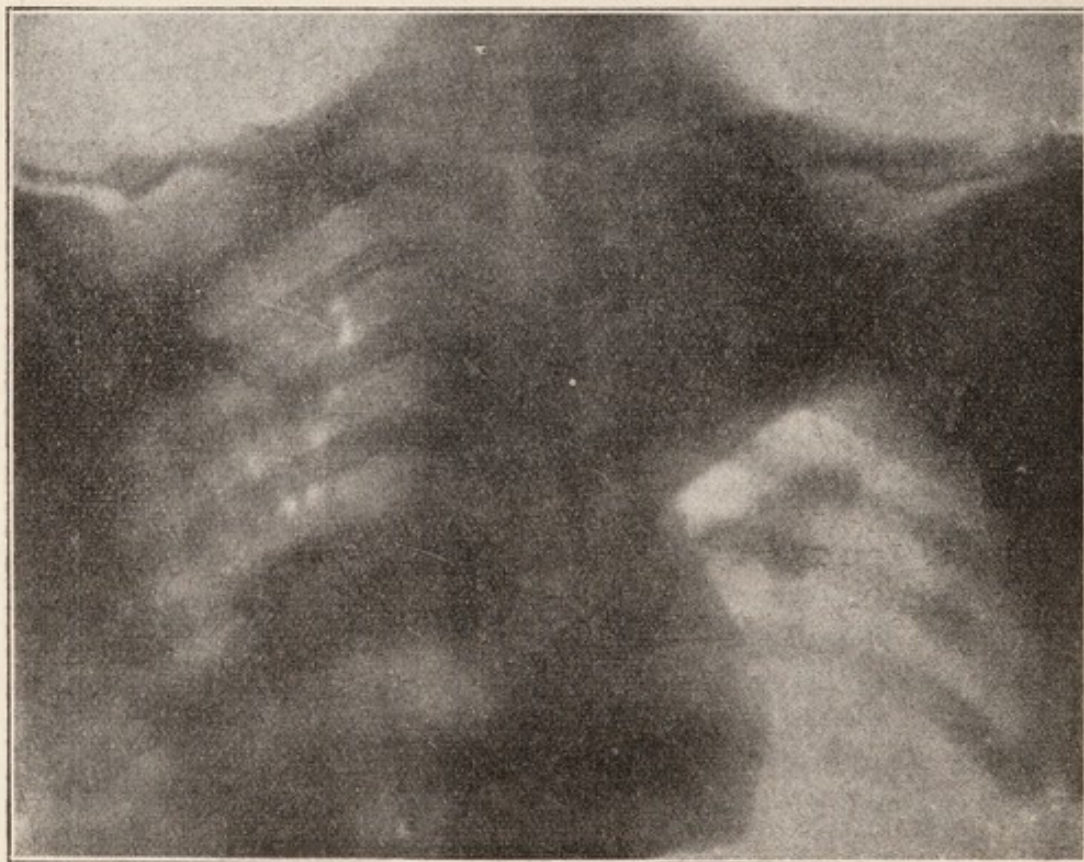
Caso 8. Radiografia dorsale dei due terzi superiori del torace, 13 giorni dopo iniziata la cura
